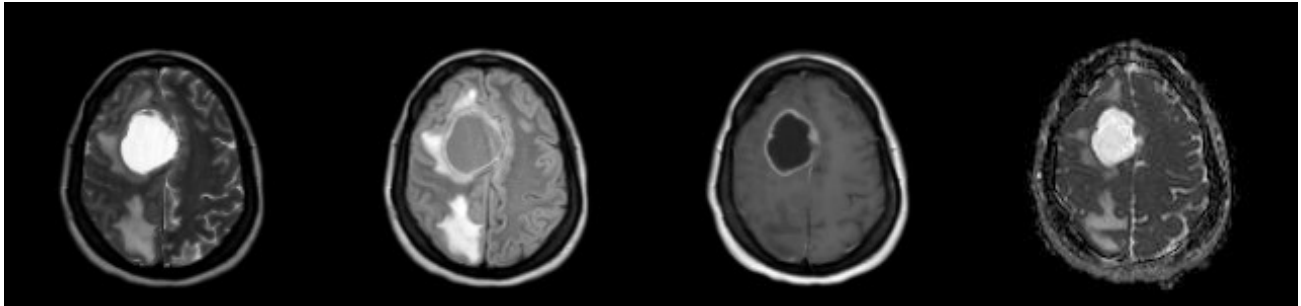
MRI scan of the skull of a 39-year-old female patient treated for breast cancer. The scan reveals two focal lesions, including a cystic metastasis in the frontal region (with the other nodule not visible). The cystic lesion's center, surrounded by perifocal oedema and causing a slight midline shift, exhibits high signal intensity (Figure 4a) and moderate signal on FLAIR (Figure 4b). Narrow edge contrast enhancement is visible, with low signal intensity in the lesion's center (Figure 4c). The lesion demonstrates signal characteristics akin to cerebrospinal fluid (CSF): high signal on the ADC image (Figure 4d) and no signal on the DWI trace image (Figure 4e), indicating no diffusion restriction.
